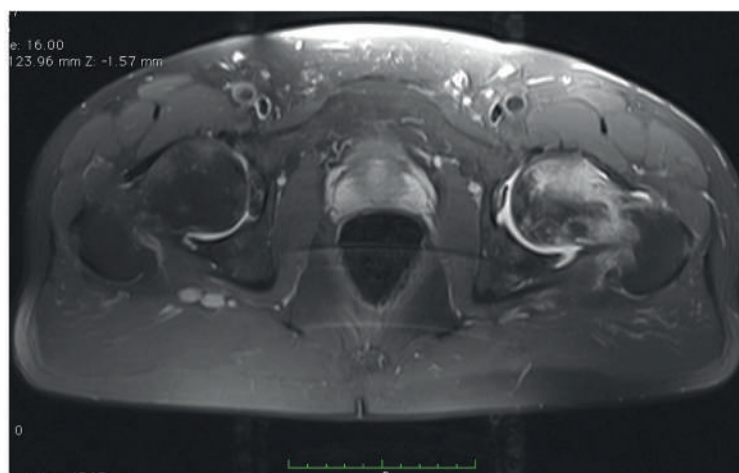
СКТ таза у пациента В. Диагноз – двусторонний коксартроз, асептический некроз головок бедренных костей.
